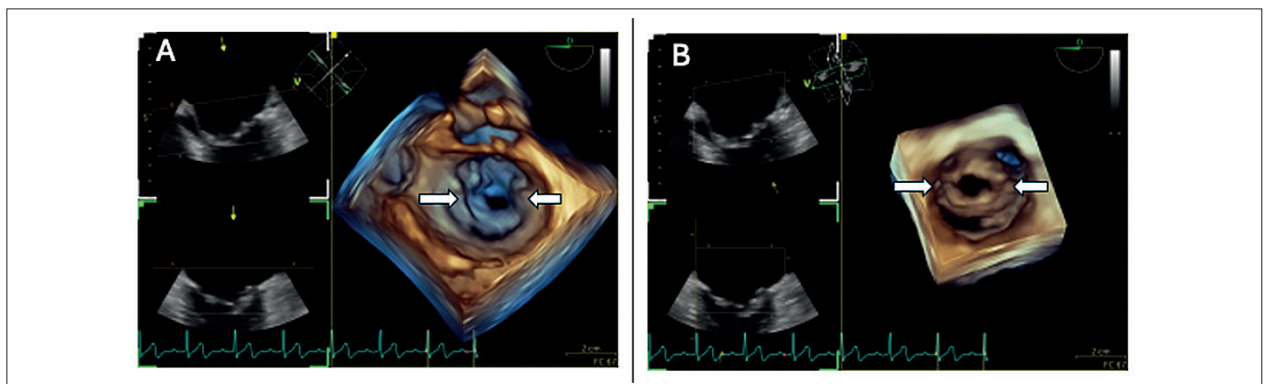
Imagens tridimensionais obtidas por ecocardiografia transesofágica demonstrando fusão comissural, característica da estenose mitral reumática. Vista atrial (A) e vista ventricular (B).
